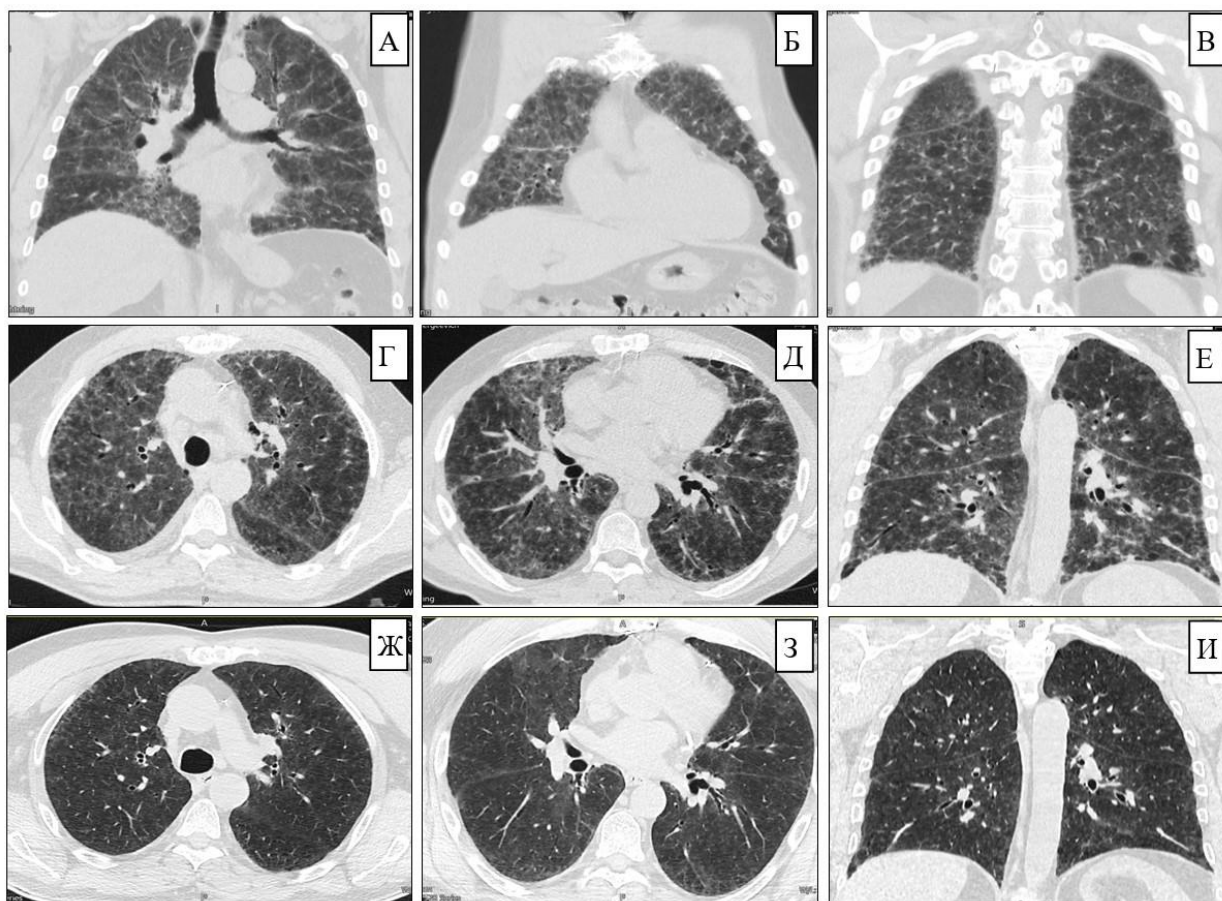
Компьютерная томография пациента с «амиодароновым легким». А, Б, В, Г, Д, Е – корональные реконструкции и аксиальные срезы до отмены препарата и проведенного лечения. Ж, З, И – результаты компьютерной томографии после проведенного лечения в сравнении с изображениями Г, Д, Е.
